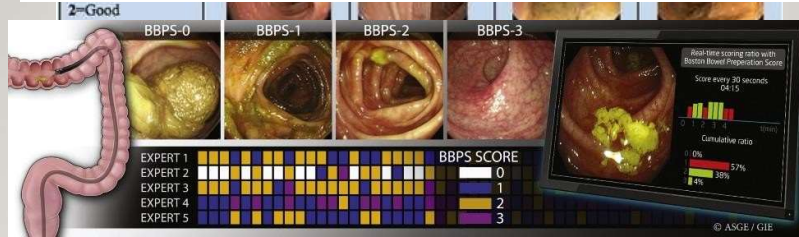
Boston bowel preparation scale (BBPS): LC: Left colon; TC: Transverse colon; RC: Right colon.
